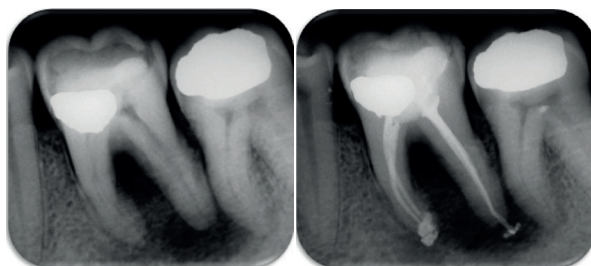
Molar inferior. Radiografías pre- y posoperatoria. Instrumentación TruNatomy Medium en todos los conductos radiculares. Obturación con GuttaCore y AHPlus.
